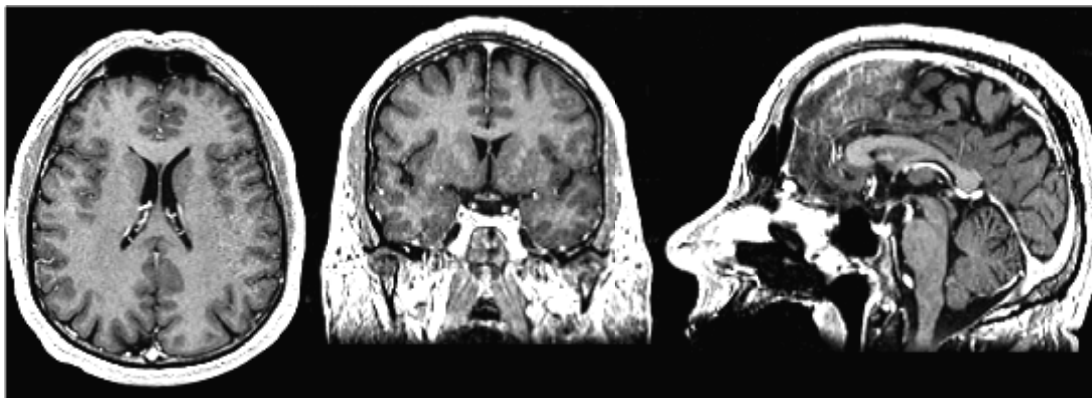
Coupes IRM du cerveau : plan axial, coronal et sagittal (de gauche à droite) [22].
